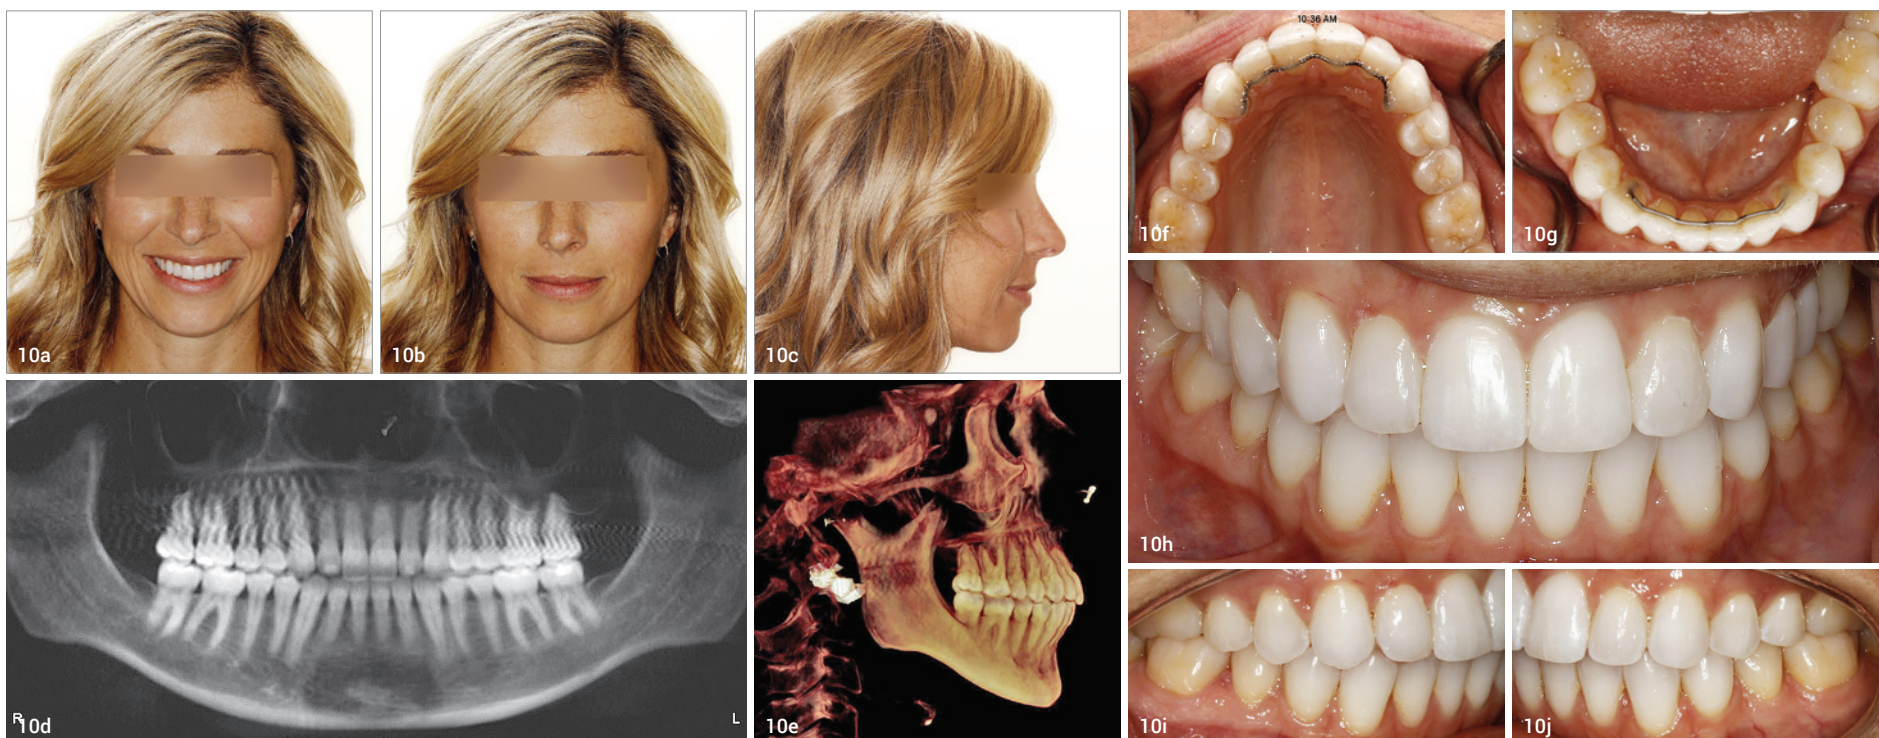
Abschlussbefund Fallbeispiel 2 (23 Wochen, 7 Termine, 31 Aligner): extraorale Aufnahmen (a–c), Orthopantomogramm (d), Fernröntgenseitenaufnahme (e) sowie intraorale Aufnahmen.
